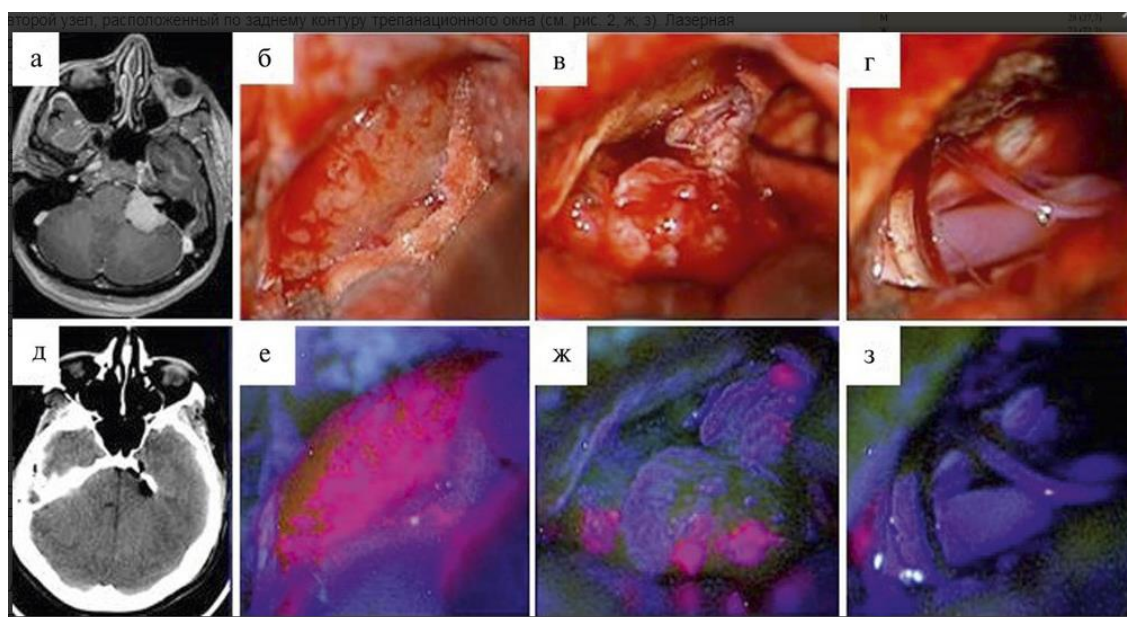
Пациентка Б., 44 лет, клиническое наблюдение № 22. Менингиома задней поверхности пирамиды височной кости слева. а — предоперационная магнитно-резонансная томография, на которой определяется менингиома задней поверхности пирамиды височной кости слева; с контрастированием в Т1 режиме, аксиальный срез, б, в, г — интраоперационная картина в белом свете; е — гомогенное свечение крупного опухолевого узла; ж, з — яркая флуоресценция мелких остаточных фрагментов после удаления основного узла; д — послеоперационная компьютерная томография, аксиальный срез.
